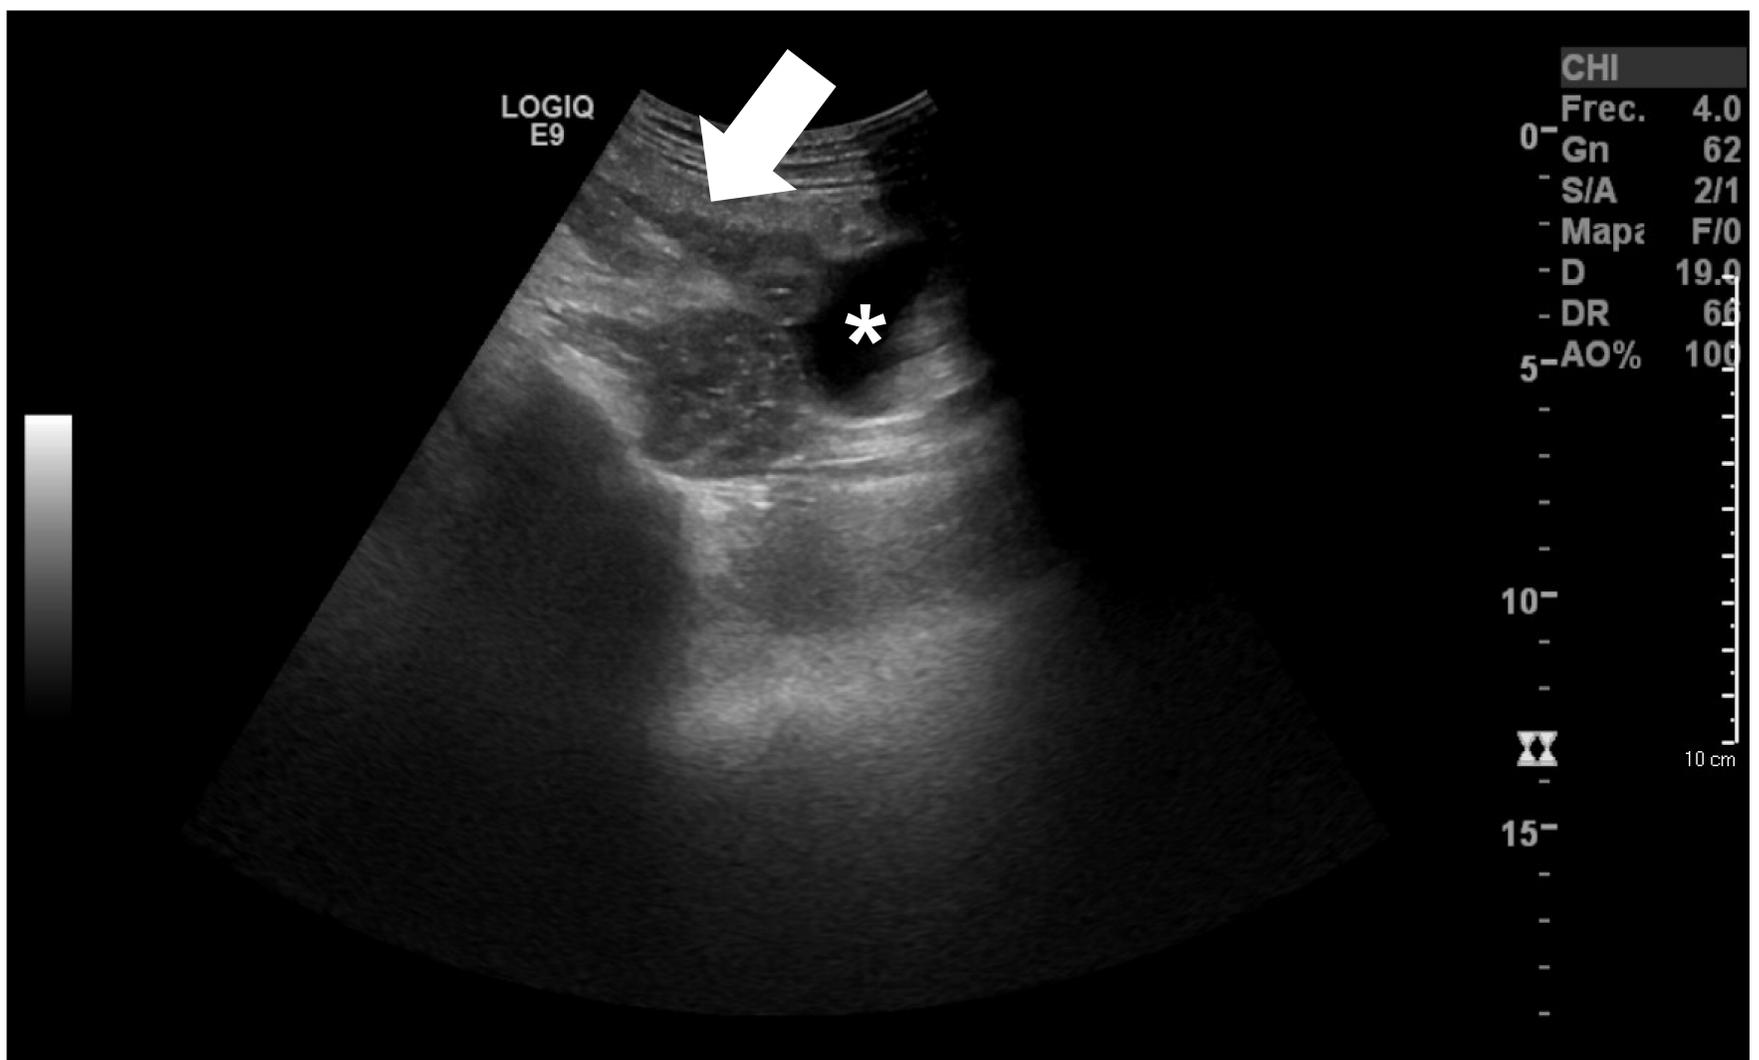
Peritonitis tuberculosa. Corte transversal de ecografía en el que se identifica ascitis (*) y engrosamiento hipoecoico del peritoneo (flecha).
